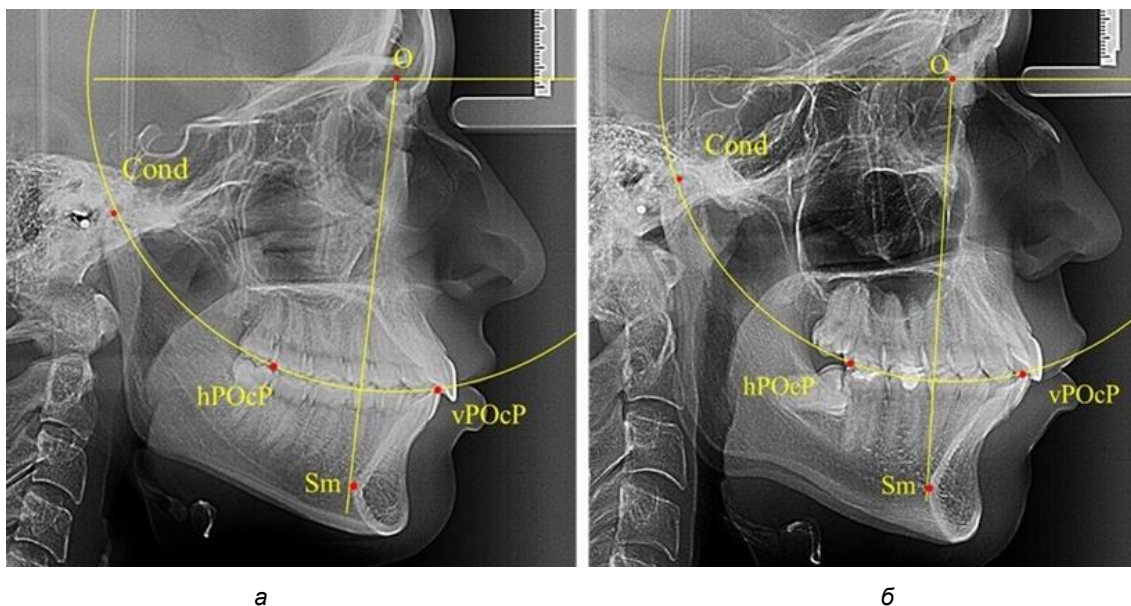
Положение первых верхних премоляров при протрузии со средними (а) и узкими (б) размерами подбородка
